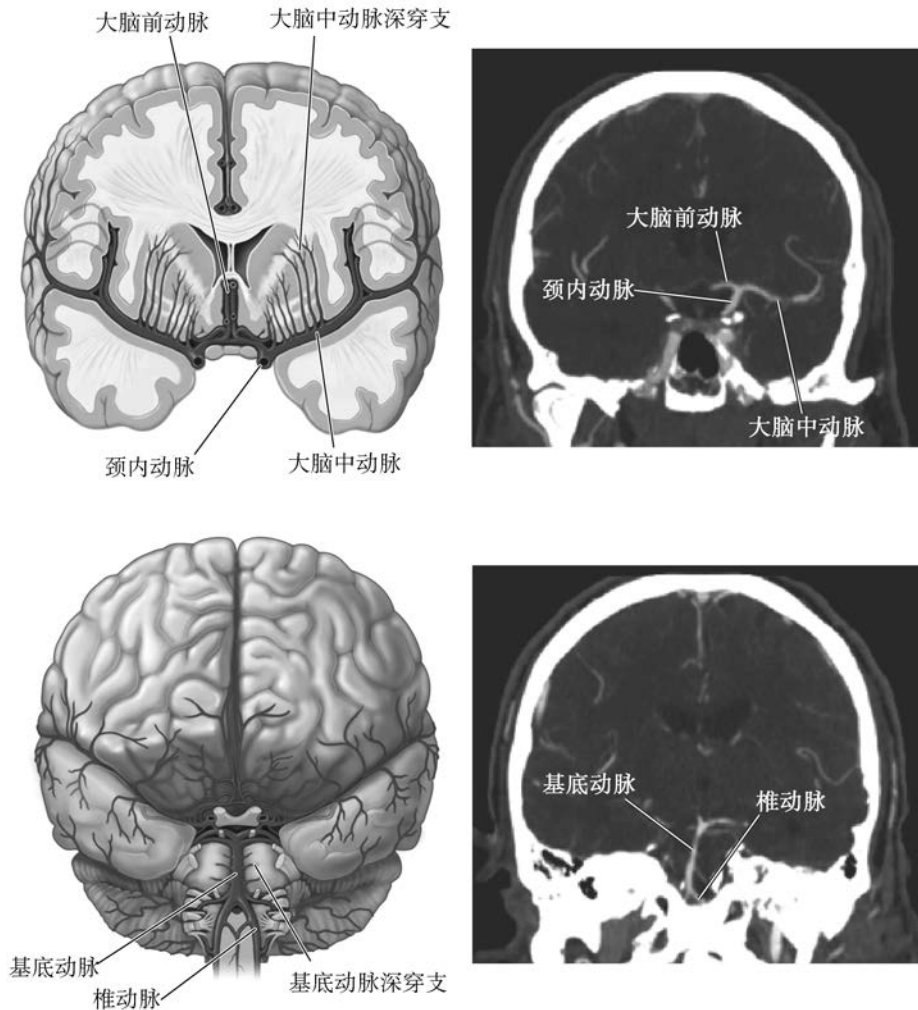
图表和脑 CT 血管成像显示深部穿支动脉导致小血管性卒中
